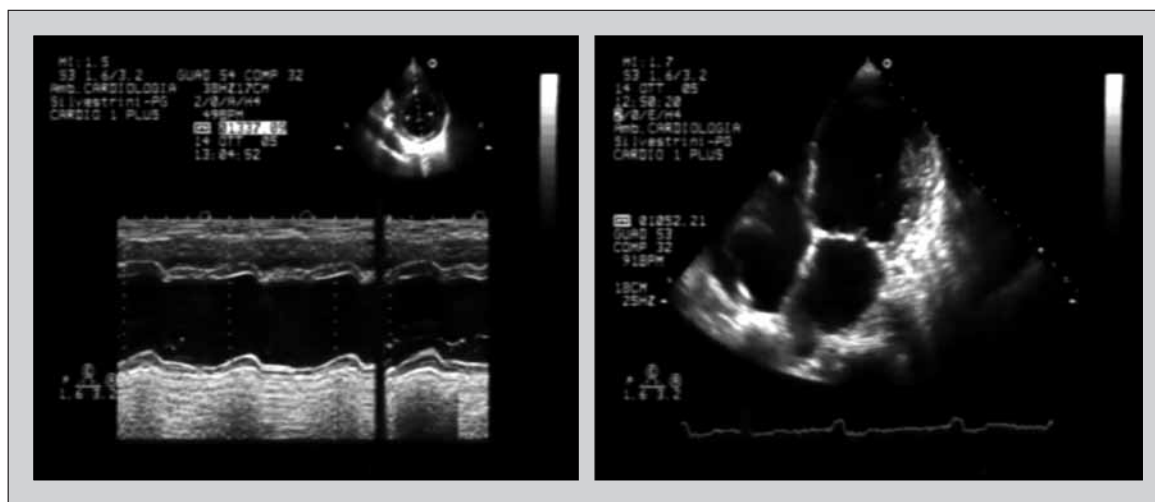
Ecocardiografia transtoracica. A sinistra: M-mode del ventricolo sinistro sotto controllo bidimensionale di sezione parasternale asse corto a livello dei muscoli papillari. Si notano le notevoli dimensioni del ventricolo sinistro, l'ipocinesia moderata-severa del setto interventricolare e della parete posteriore del ventricolo sinistro. È inoltre presente setto interventricolare paradossale. A destra: sezione 4 camere apicale che evidenzia dilatazione di entrambi gli atri e del ventricolo sinistro. In atrio e ventricolo destri si nota il catetere del PMK.
